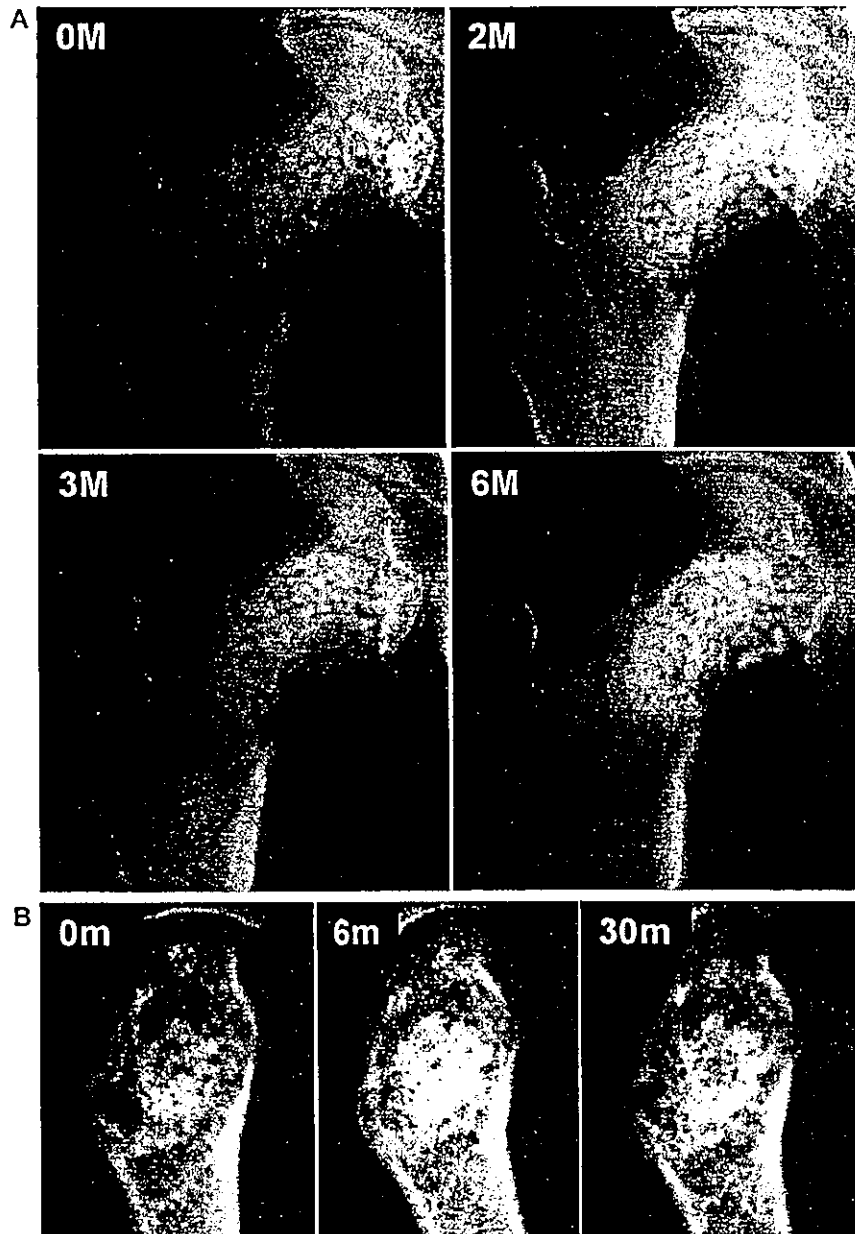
良性骨腫瘍切除後にネオボーン®を充填した代表症例のX線経過
